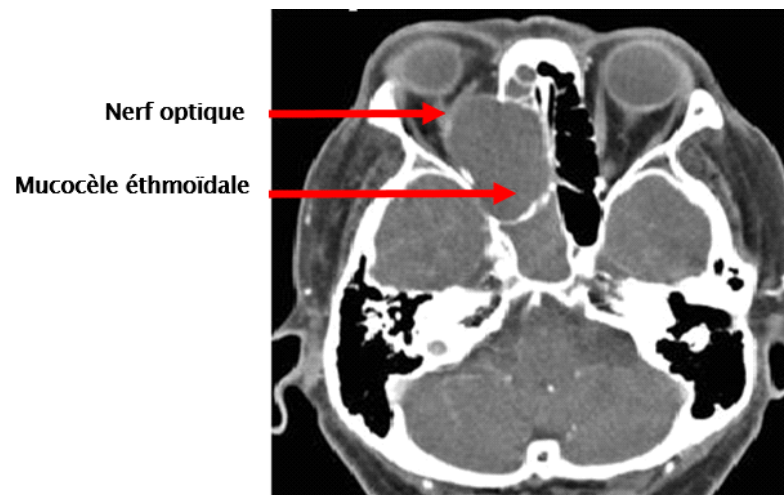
TDM faciale en coupe axiale en faveur d'une mucocèle éthmoïdale Droite refoulant la paroi orbitaire interne et le nerf optique homolatéral [23].
